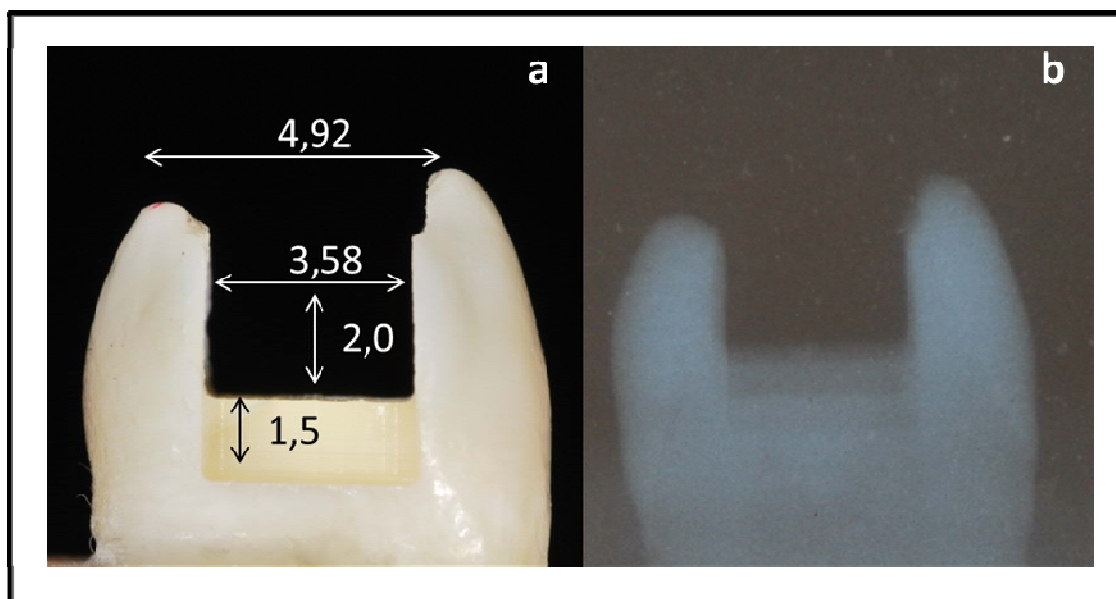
Medidas dos preparos classe II (MOD) com abertura vestibulo-palatina de  $\frac{3}{4}$  do istmo, 2mm de profundidade oclusal, 1,5mm de profundidade da parede axial (a). Radiografia do dente com preparo realizado (b).
